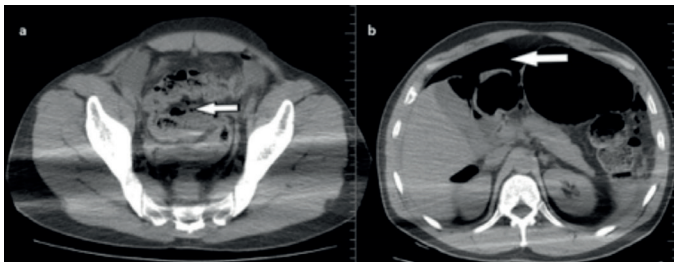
Computed tomography shows pneumoperitoneum; a) Free gas is seen above the liver (white arrow), b) Localized free gas is seen between the bowel loops surrounding the sigmoid colon (white arrow)
